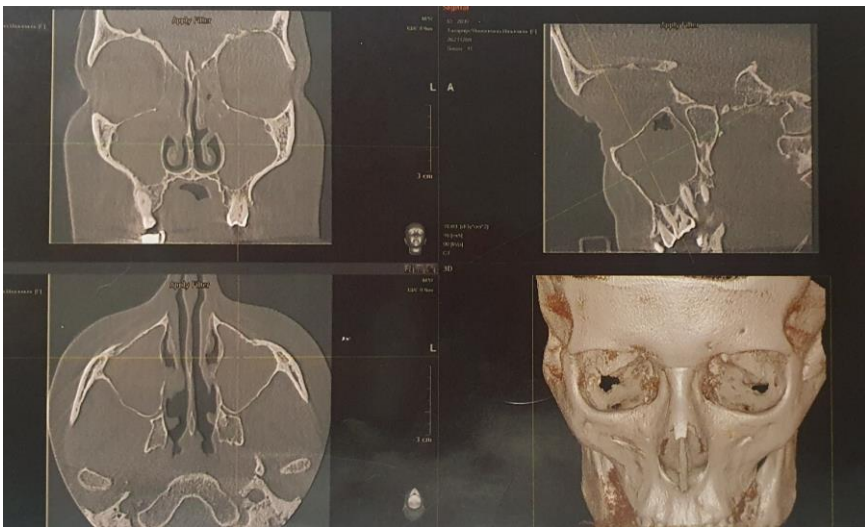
КТ параназальних синусів, субтотальна поліпозна облітерація параназальних синусів
